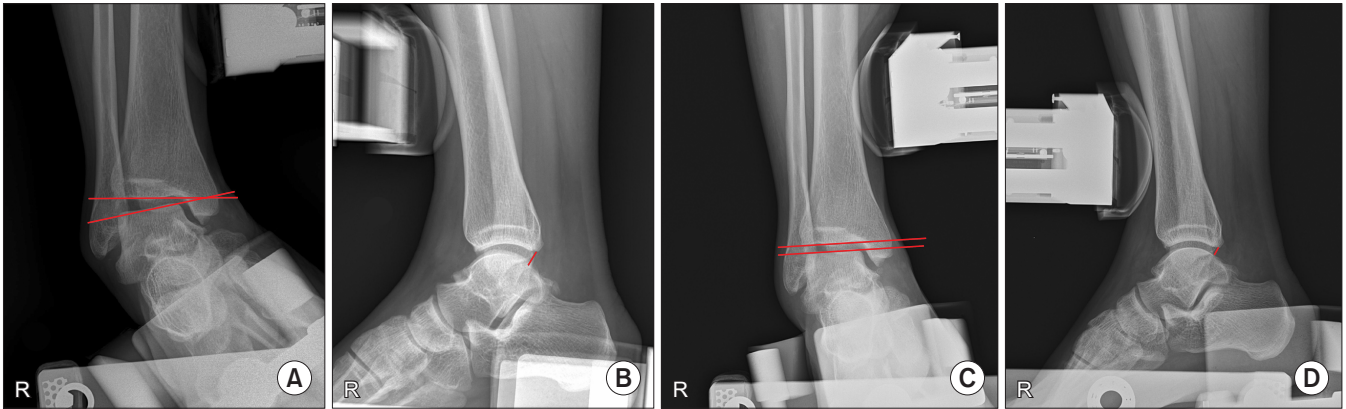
Stress radiograph of a 33-year-old male patient. Radiograph showing the preoperative finding of (A) talar tilt angle and (B) anterior talar translation 11.4°, 12.52 mm respectively. (B) Radiograph showing the postoperative finding of (C) talar tilt angle and (D) anterior talar translation 3.4°, 4.93 mm respectively.
